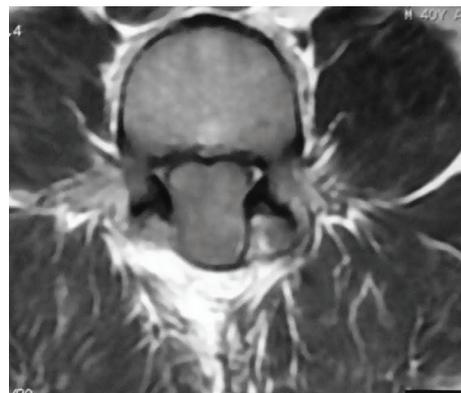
Imagen axial de resonancia magnética en secuencia T2 con contraste mostrando tumor intrarraquídeo ocupando la totalidad del canal raquídeo y extendiéndose en dirección posterior en área de laminectomía previa en L5.
